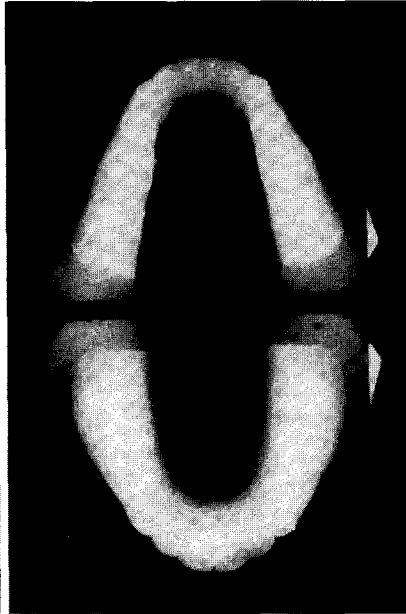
Radiograph of experimental model
